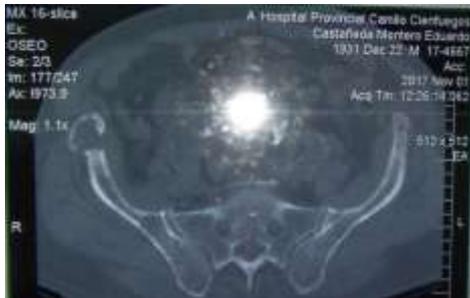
Imagen de la Tomografía de la región lumbosacra que muestra imágenes osteolíticas en huesos de la cintura pélvica.
